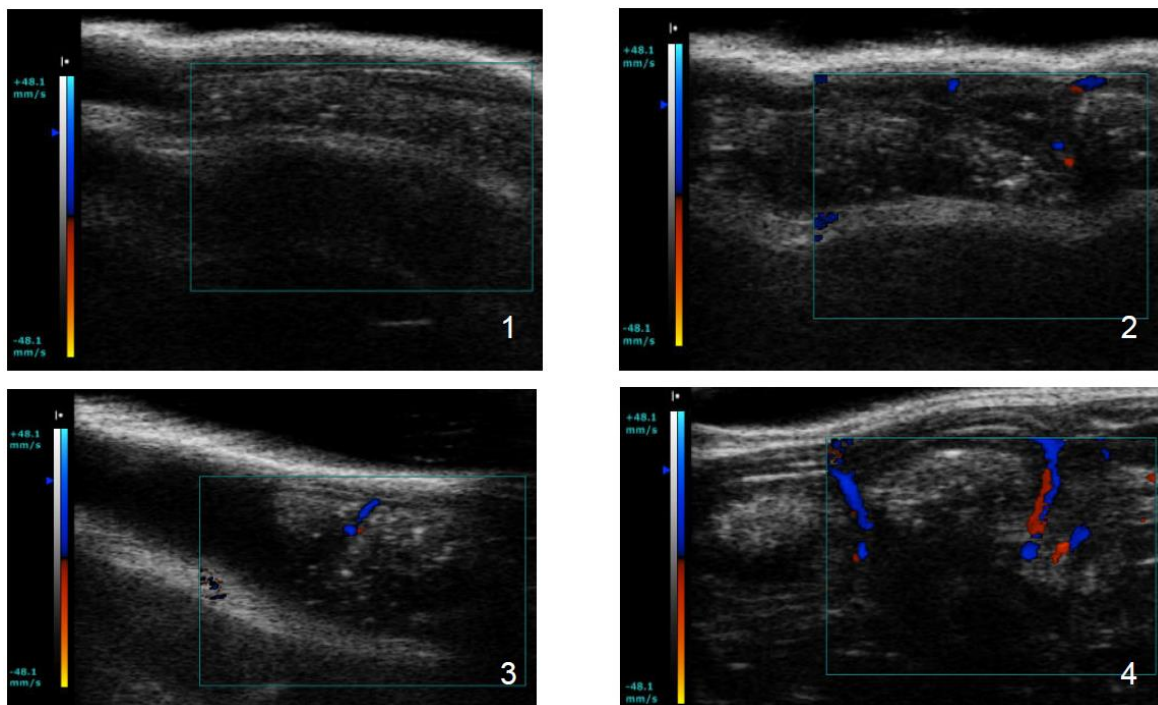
Beispielbefund des hochauflösenden Ultraschalls (hrUS) im B-Bild-Mode mit Farbdoppler bei Mäusen (Doppler-Score 1-4).
